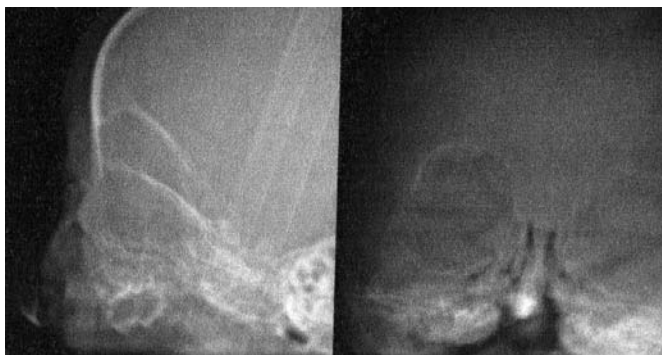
Состояние костной ткани и расположение зачатков зубов на компьютерной томографии у пациента Б., 2 мес., до начала лечения
